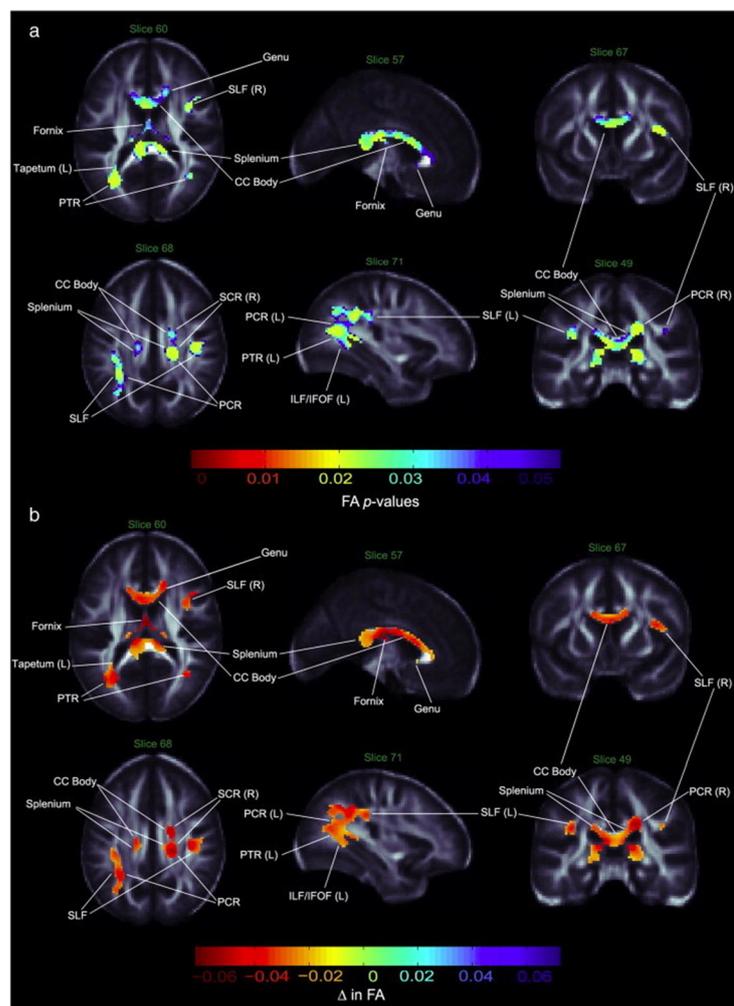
RM funcional de paciente con Tr.Bipolar. Anormalidades en cuerpo caloso y fórnix.
